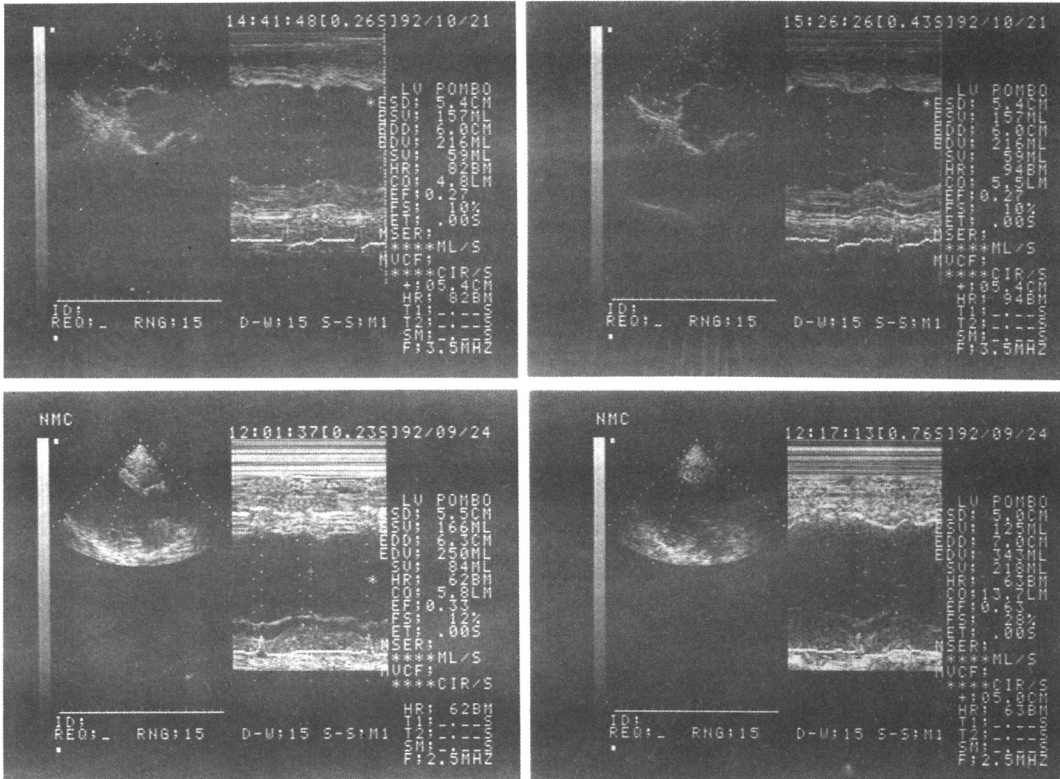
2-Dimensional and M-mode echocardiogram before(left) and 5 min(right) after exercise.
